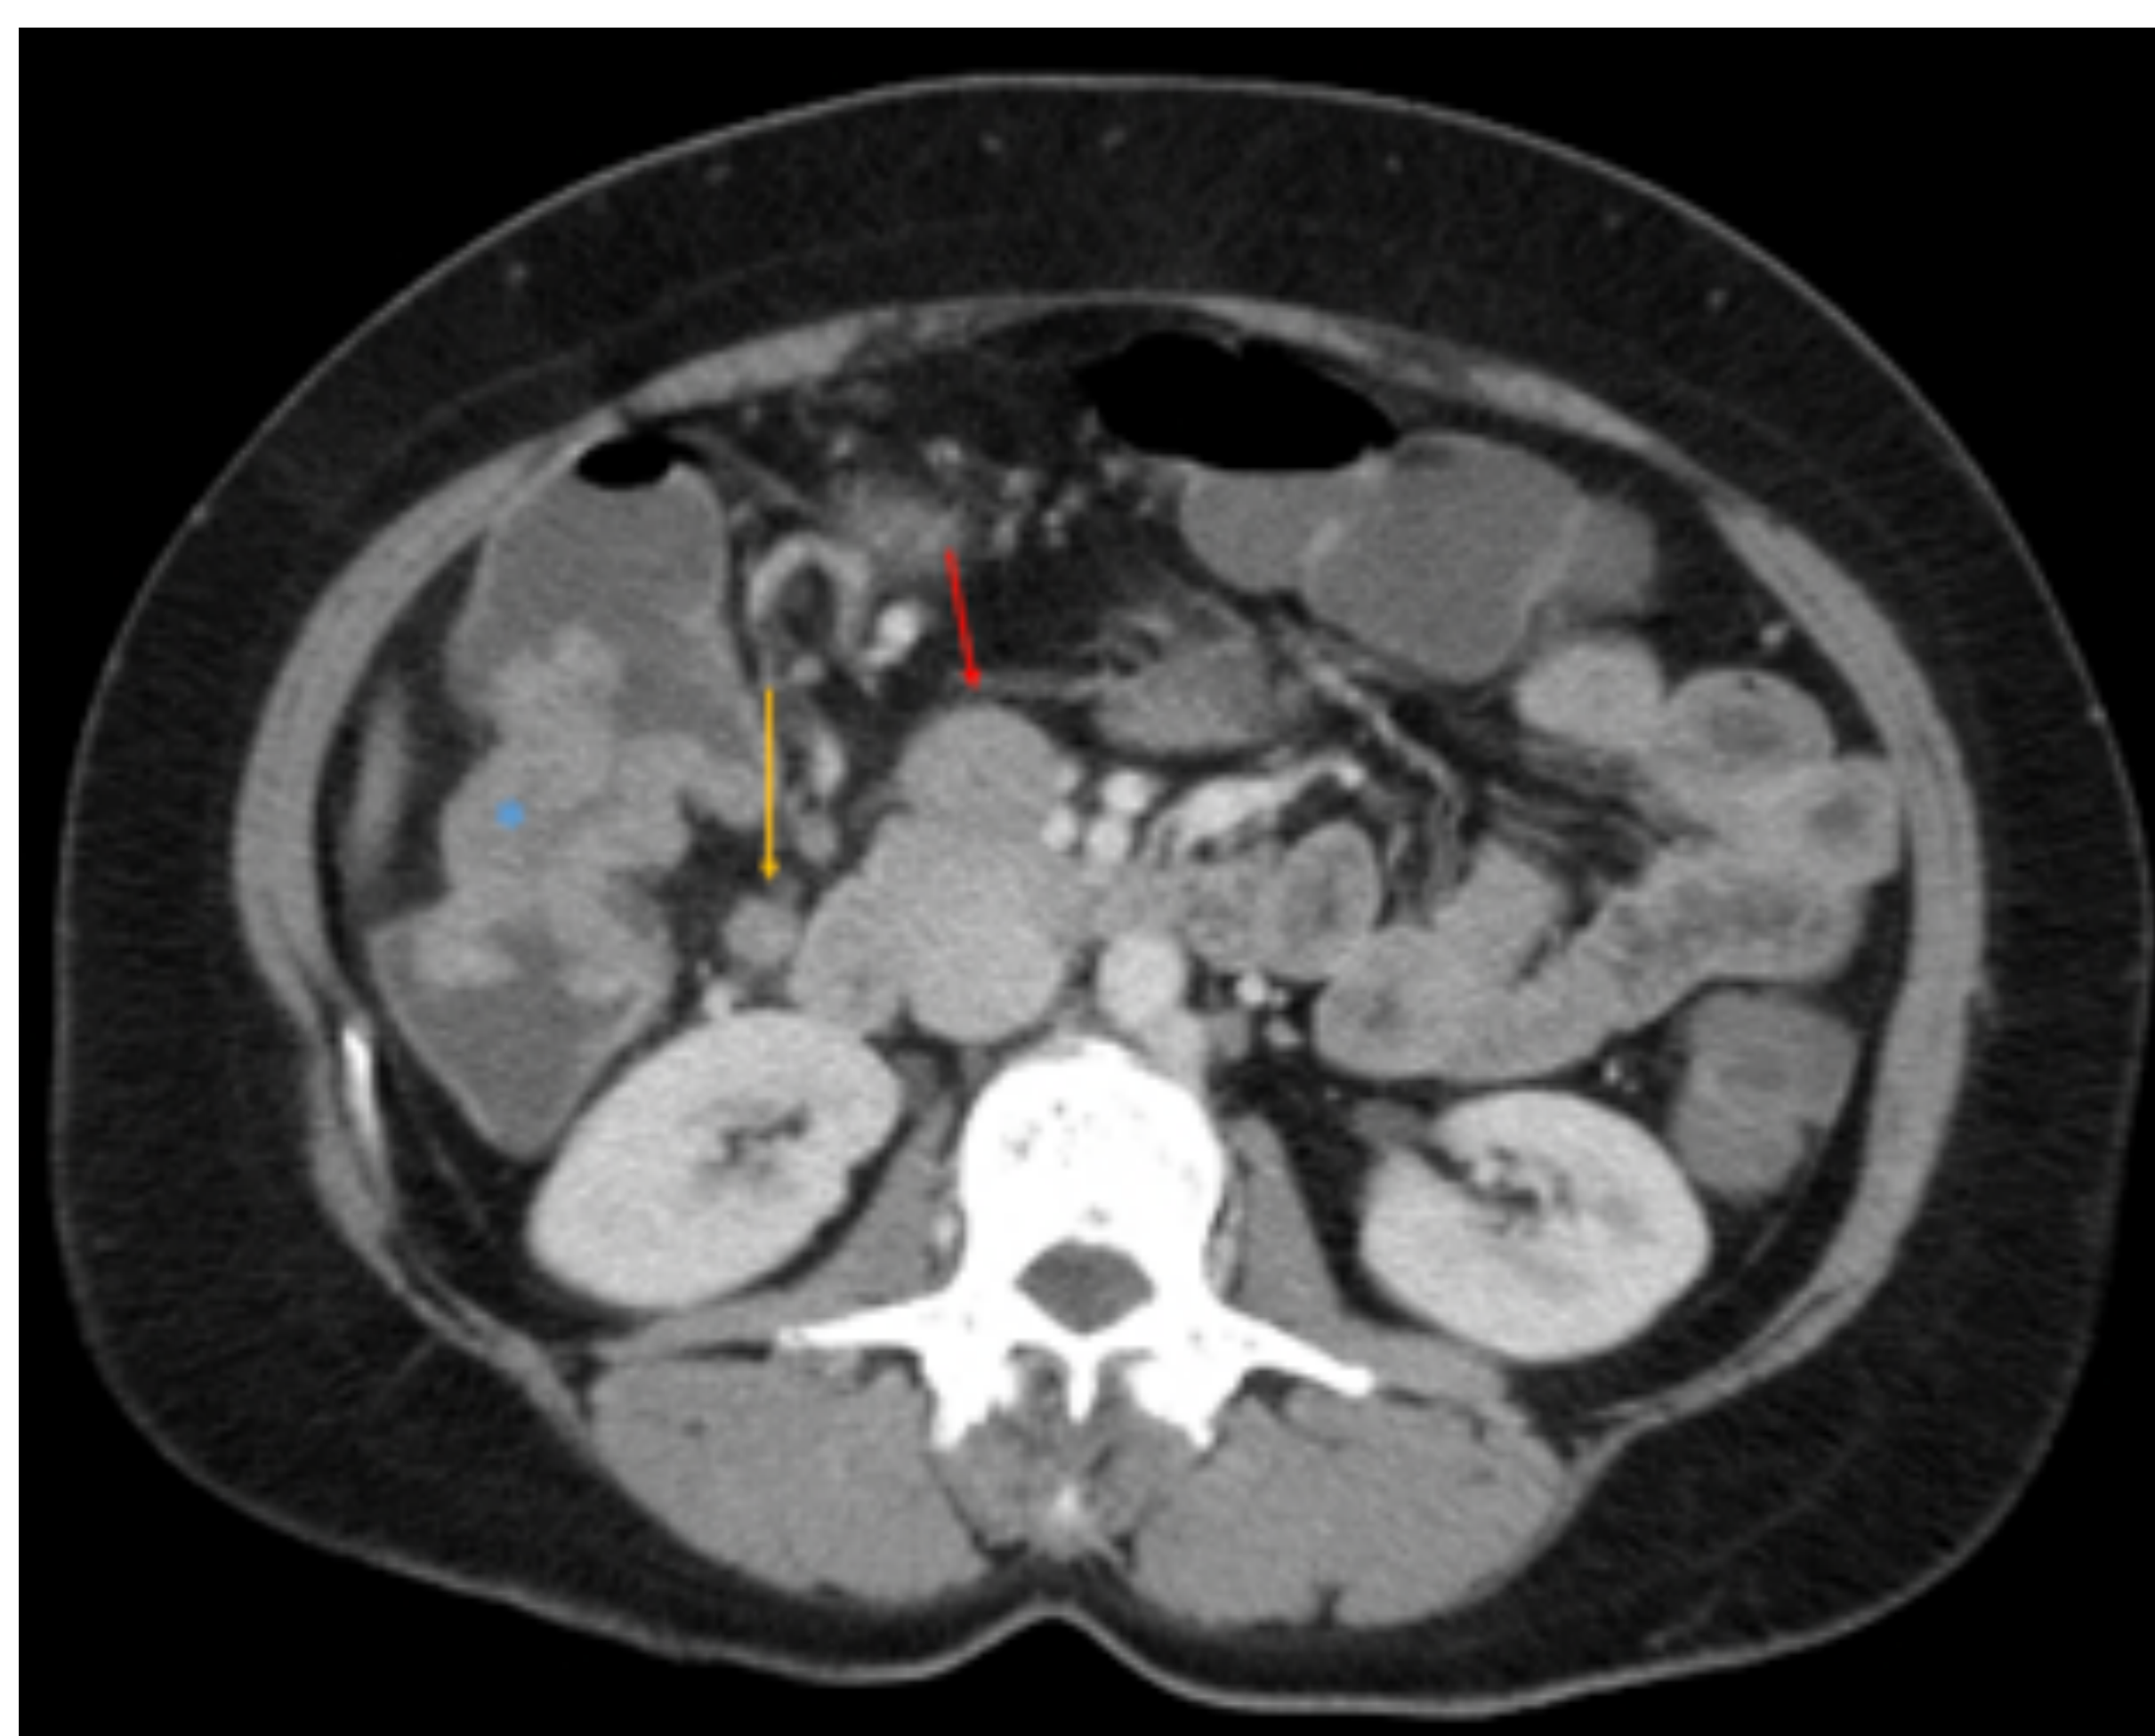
Adenopatías mesocólicas y mesentéricas superiores. TC abdominal con CIV, corte axial. Paciente con neoplasia en ángulo hepático del colon (\*). Se observan adenopatías mesocólicas (flecha amarilla) y una de mayor tamaño mesentérica superior (flecha roja). Case courtesy of Dr Paresh K Desai, Radiopaedia.org, rID: 19461.
